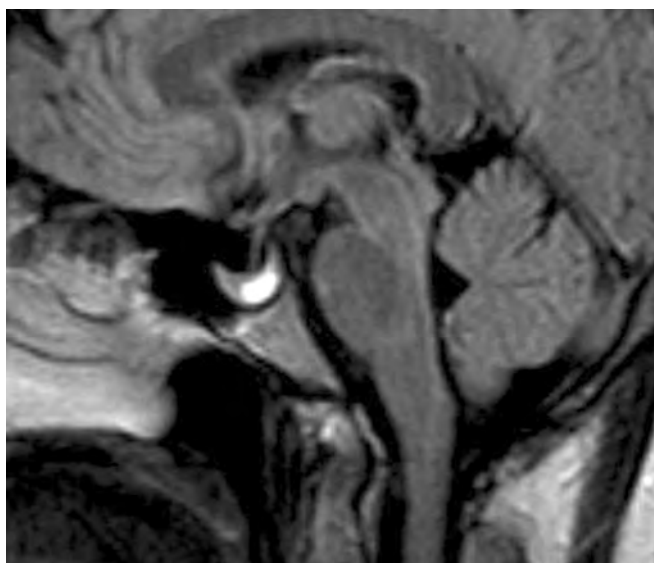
Гипофиз, режим FLAIR, сагиттальная проекция, образование в аденогипофизе.
